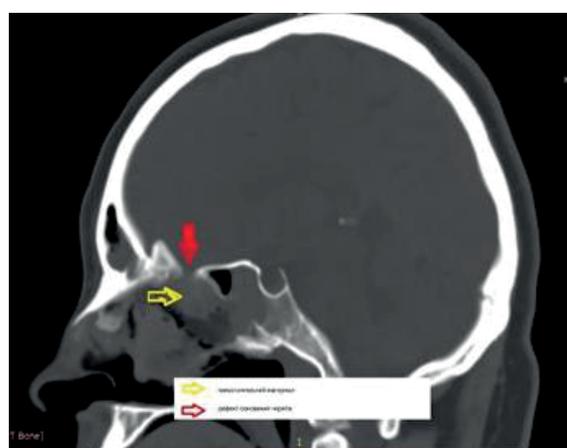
КТ-снимки после операции. Красной стрелкой указан дефект черепа. желтой стрелкой указан герметизирующий материал.
